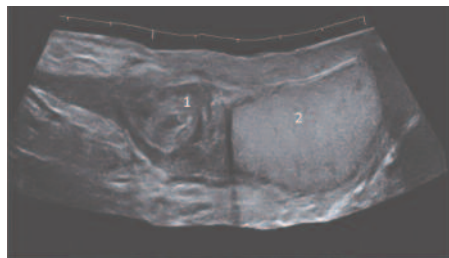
Панорамное УЗИ правой половины мошонки. 1 – зрелый абсцесс семенного канатика, 2 - яичко
